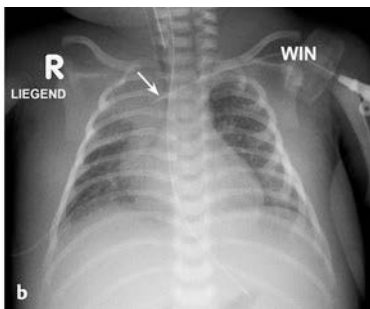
• Röntgen-Thoraxaufnahme zur Kontrolle der ZVK-Lage. a) ZVK liegt zu tief (Pfeil); von * bis  subkutaner Verlauf (Broviac-Katheter), Maßnahme: Tab. 3.2; b) ZVK liegt zu hoch (Pfeil), Spitze liegt etwa am Übergang der V. bronchiocephalica in die V. cava superior, Maßnahme: Tab. 3.2.
